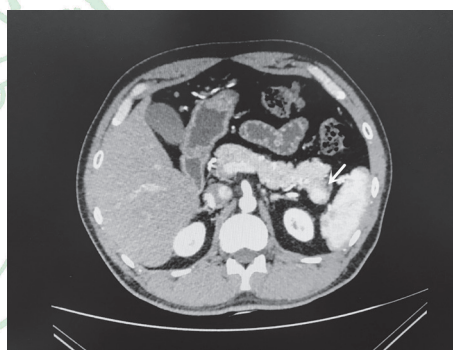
病例1腹部增强CT检查示胰体尾部结节样强化病灶(箭头所示)
